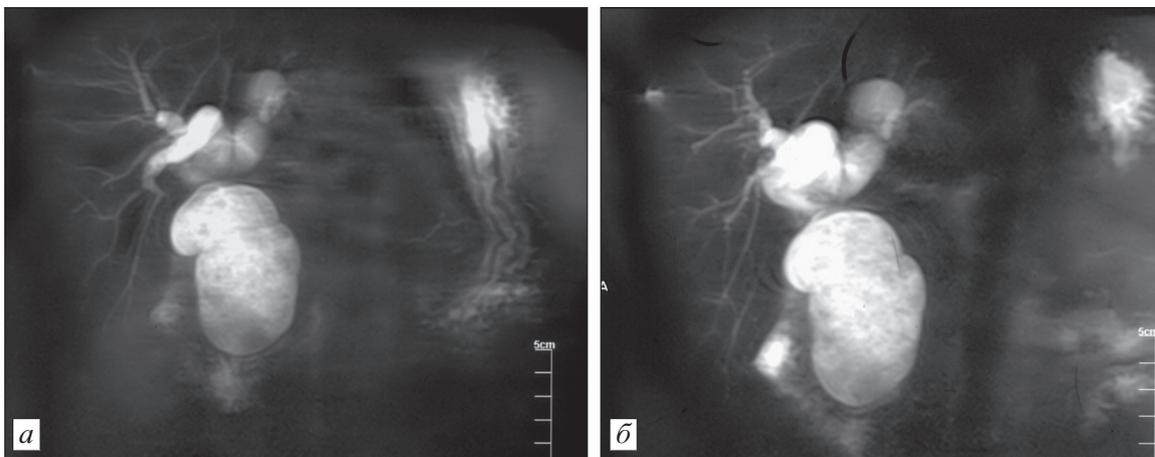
МР-томограммы той же больной.
